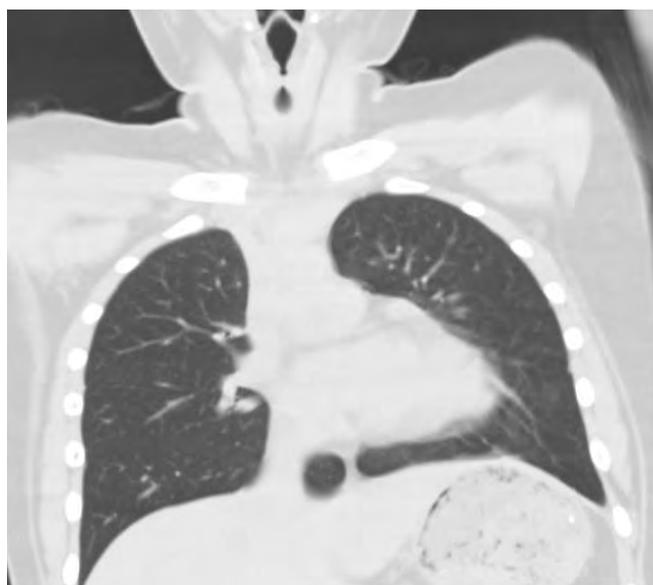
Tomografía computada en la agenesia de pericardio.
